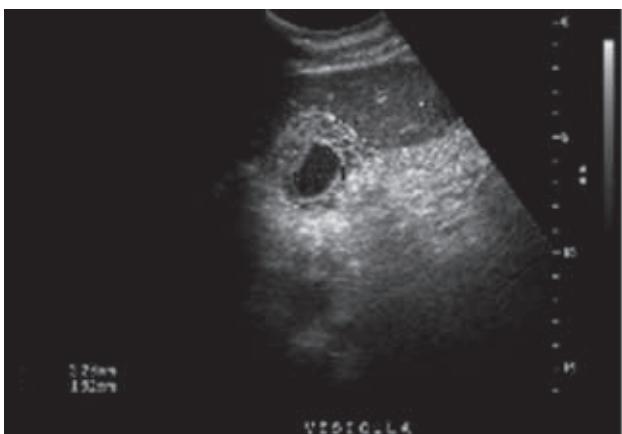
Ultrasonido de hígado y vías biliares que muestra ausencia de cálculos en el interior de la vesícula biliar.
